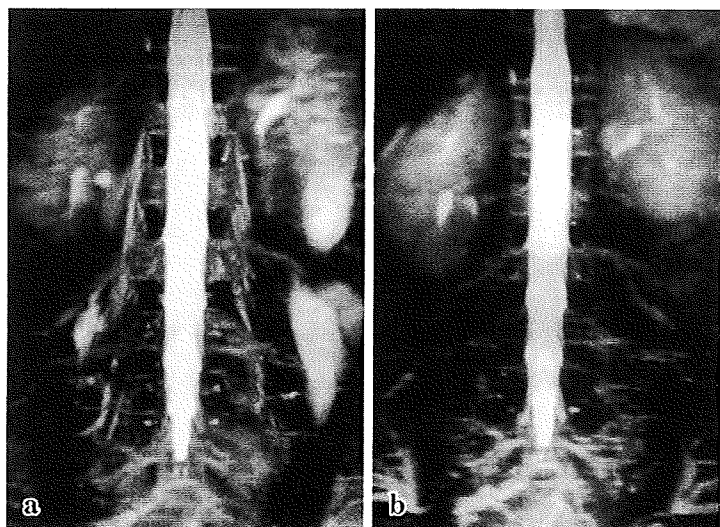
症例 2 腰椎部 MRI ミエログラフィー
